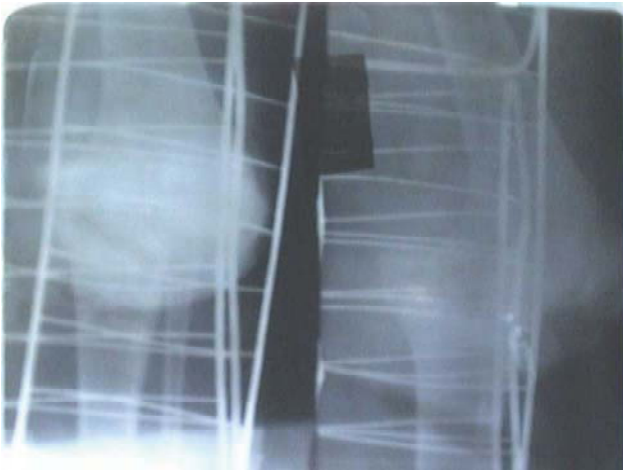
Зображення рентгенографії колінного суглобу: А. - пряма проекція, Б. - бокова проекція.
